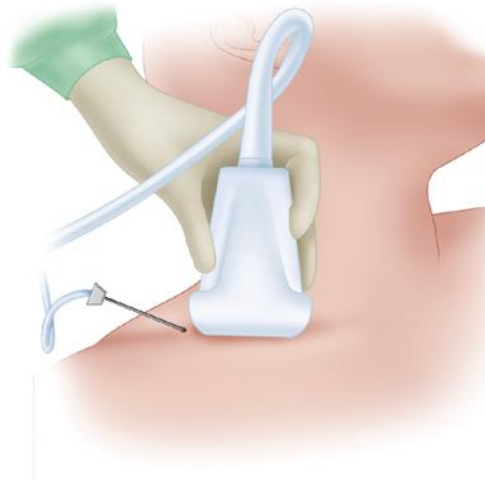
Colocación de la sonda de ultrasonido para el bloqueo supraclavicular (técnica en el plano) (Madison & Ilfeld, 2013)¹⁰.
